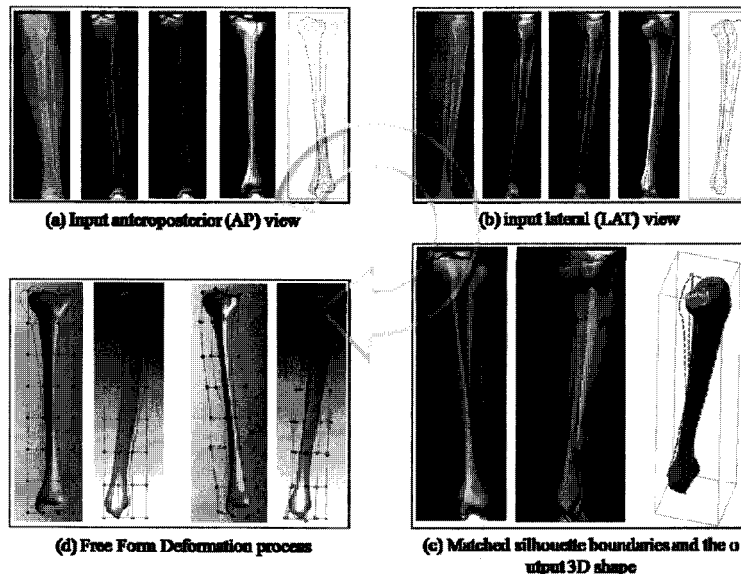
3D fibial-shape reconstructions from X-ray images: (a), (b), (c), (d).
